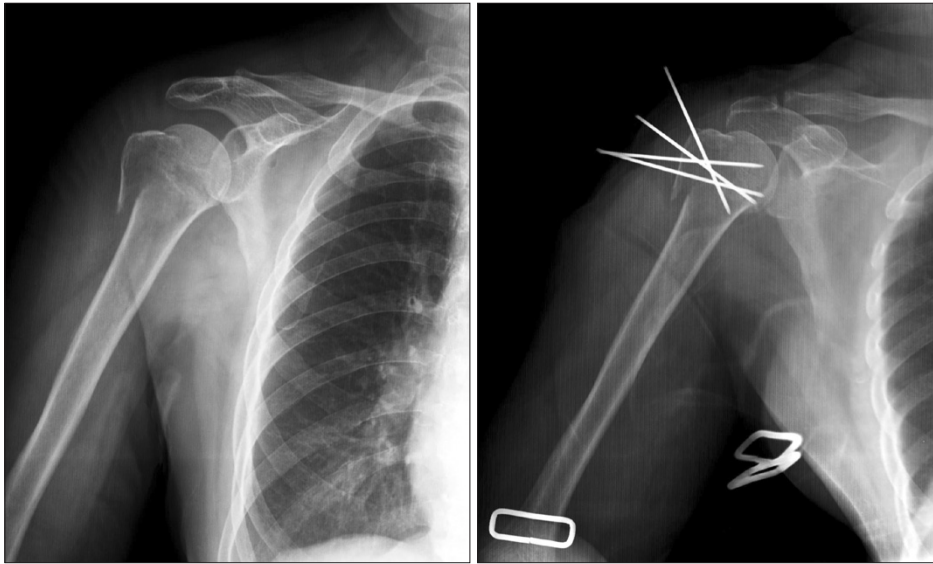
Preoperative and immediate postoperative radiographs of right shoulder. Proximal humerus fracture is fixed by 4 K-wires.
